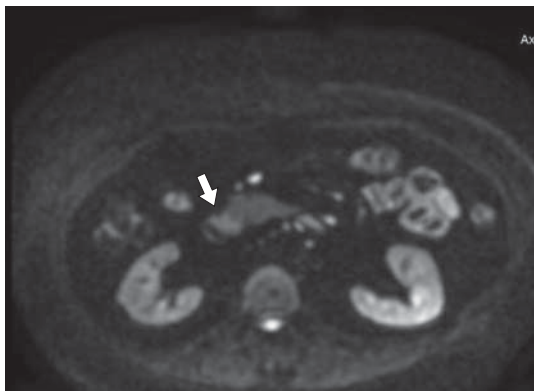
Магнитно-резонансная томограмма. Аденома ДПК. ДВИ, b-фактор 800. Аденома видна в медиальной стенке кишки как зона яркого сигнала.
